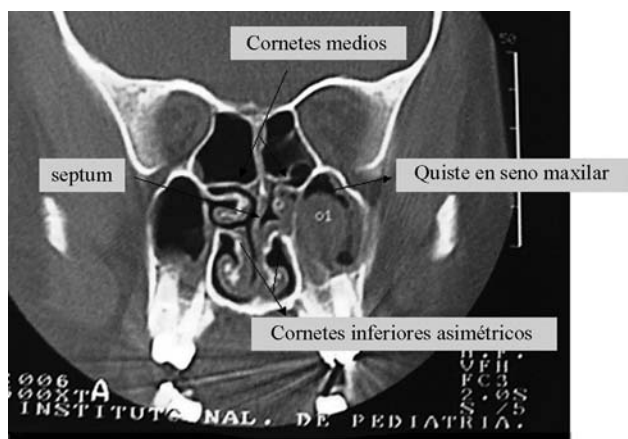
Tomografía axial computada en corte coronal del paciente de la figura 2 en el que se observa asimetría de los cornetes medios e inferiores e irregularidad del septum nasal.
